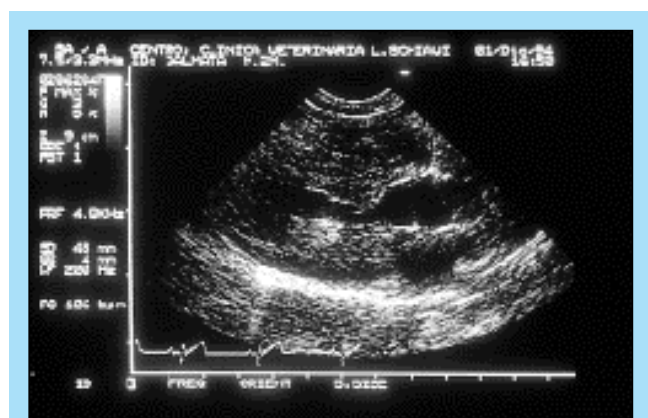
Proiezione parasternale destra asse lungo: si osserva l'ispessimento sistolico del setto interventricolare che si sposta verso il tratto di efflusso.
